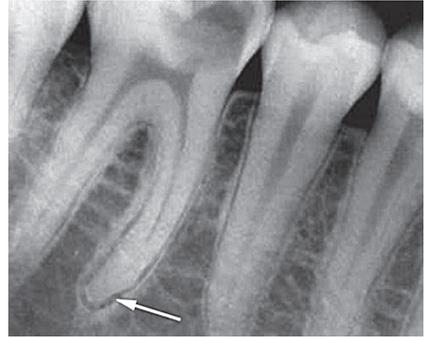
Рентгенологическая картина острого периодонтита. Стрелкой обозначено расширение периодонтальной щели при остром периодонтите
